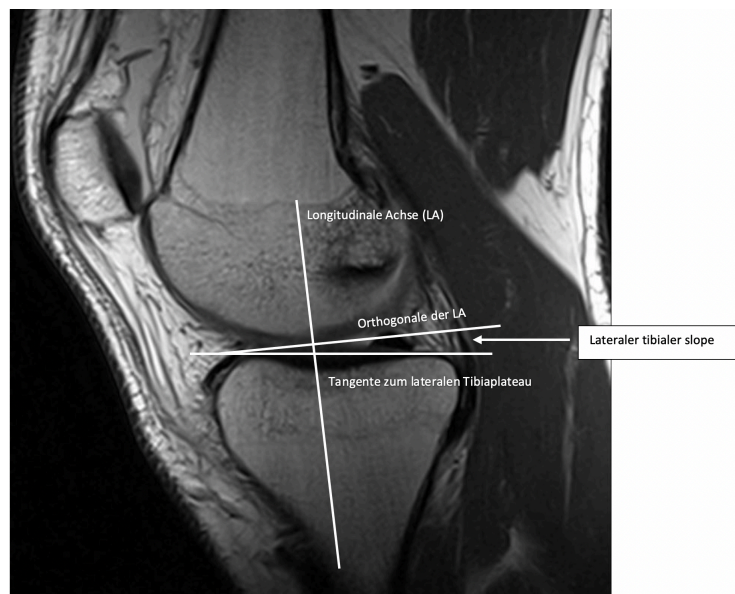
Bestimmung des lateralen tibial slopes anhand eines sagittalen MRT-Schnittbildes
